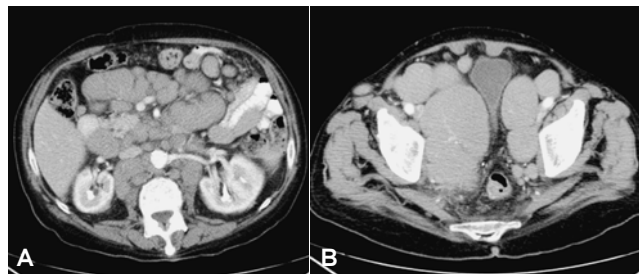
Tomografía Computarizada que muestra involucro de ganglios linfáticos retroperitoneales y mesentéricos (A), así como en ambas cadenas ilíacas (B) en paciente con linfoma No Hodgkin.
